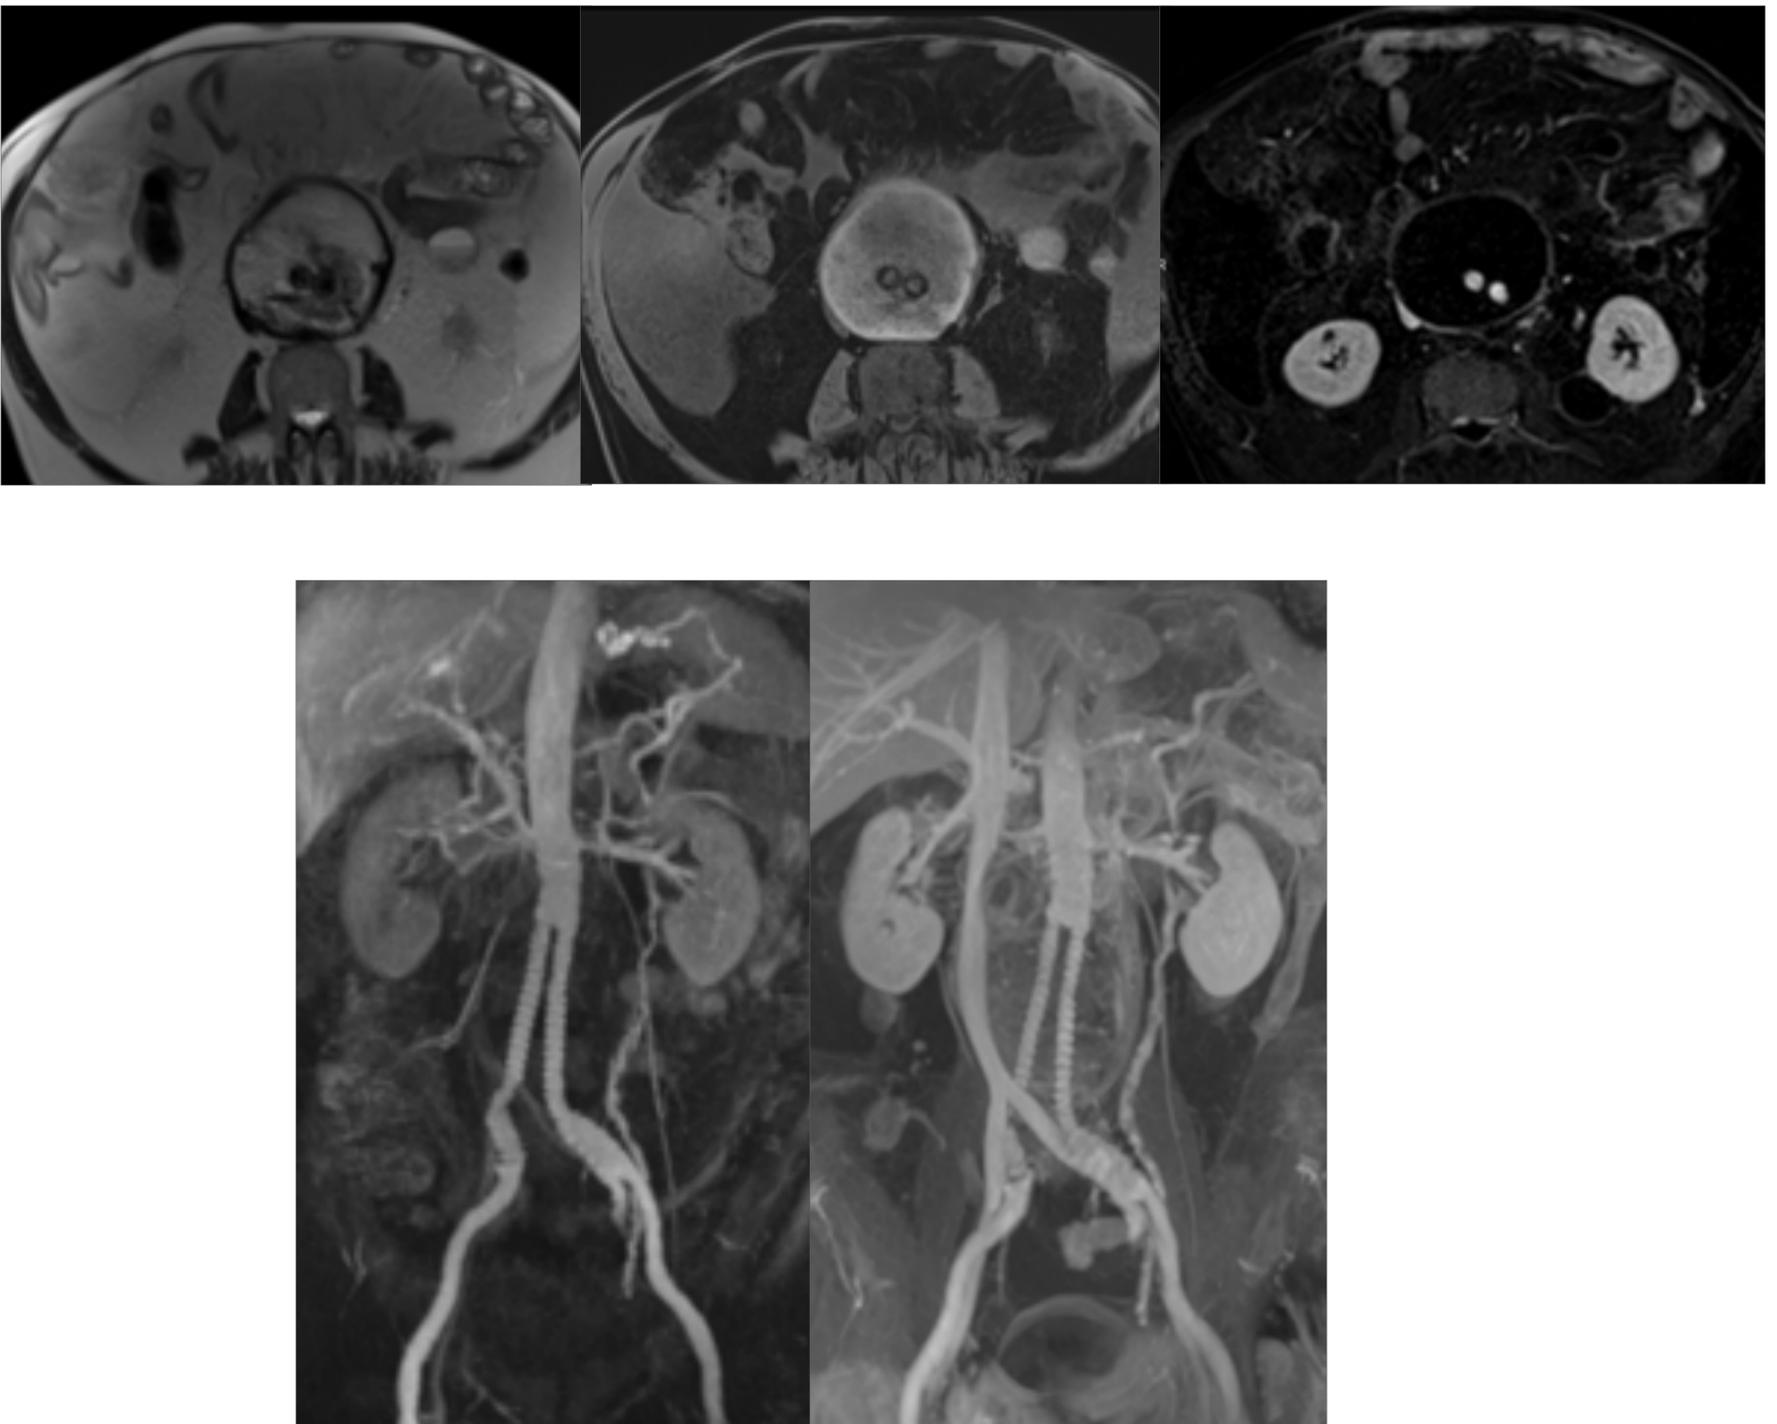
Cortes axiales de RM y reconstrucción MIP. T1, T1 fat sat y reconstrucciones MIP. Se muestra la endoprótesis dentro del saco aneurismático.
